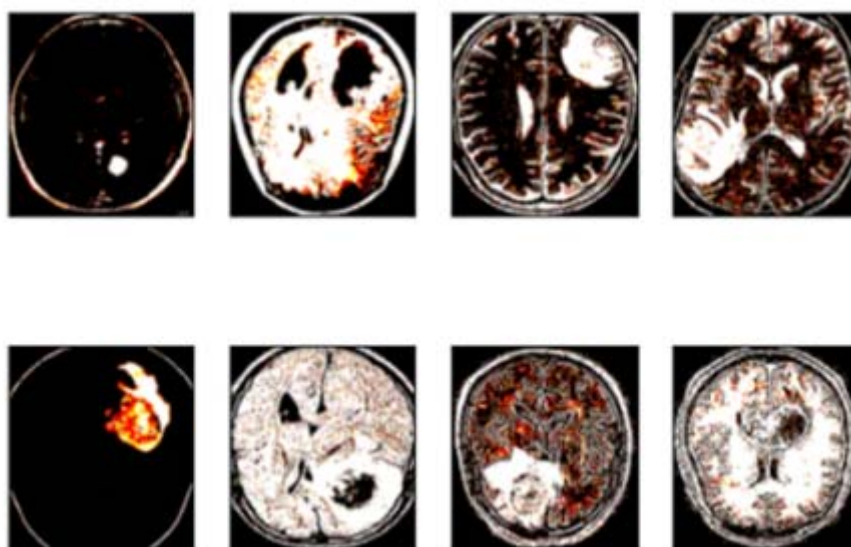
Les images IRM redimensionnées.
